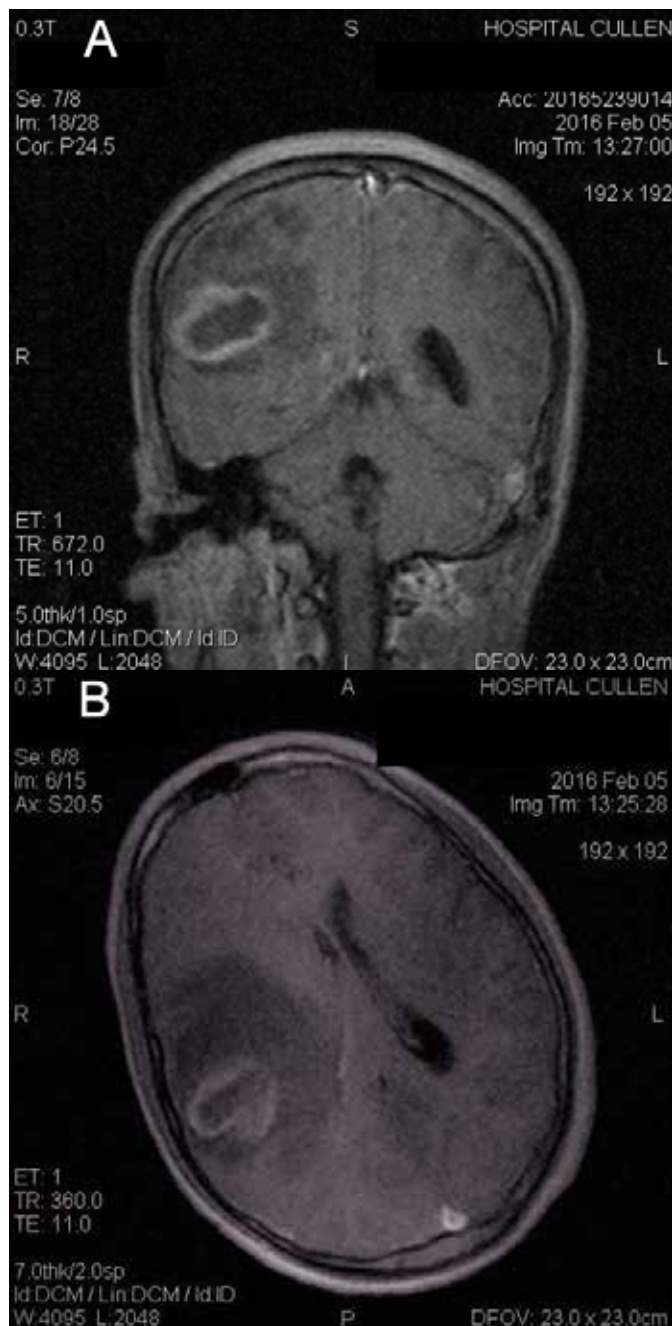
Resonancia magnética nuclear de cerebro: A: Imagen hipodensa en región parietal derecha, B: Imagen hipodensa en región parietal derecha y edema perilesional
